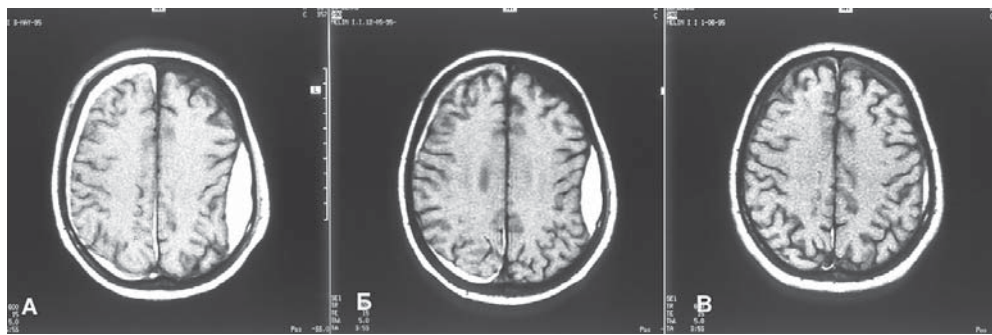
Подострая эпидуральная гематома в левой теменной области и пластинчатая субдуральная гематома над правым полушарием у пострадавшего 60 лет. МРТ (режим T2): А – 10-е сутки после ЧМТ в левой теменной области определяется гиперинтенсивное образование линзообразной формы, его внутренний контур подчеркнут ободком гипоинтенсивного сигнала (уплотнённая твёрдая мозговая оболочка) – эпидуральная гематома; узкая протяжённая зона повышенной интенсивности сигнала, распространяющаяся над всем правым полушарием мозга – субдуральная гематома; Б – 28-е сутки, уменьшение размеров гематом; В – 46-е сутки после ЧМТ, резорбция эпидуральной и субдуральной гематом; хорошее восстановление.
